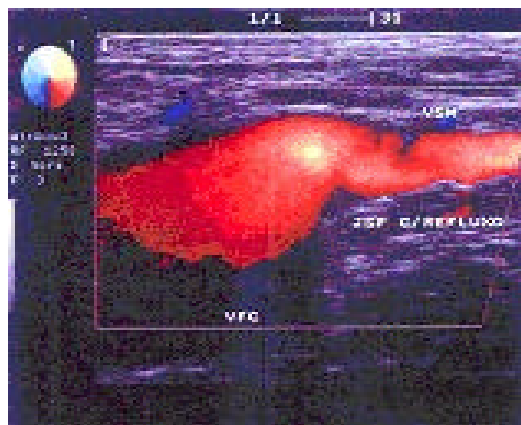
Eco-Doppler colorido e mapeamento de insuficiência de veias do sistema da veia safena magna direita em paciente com varizes recidivadas na fossa poplíteia direita.
